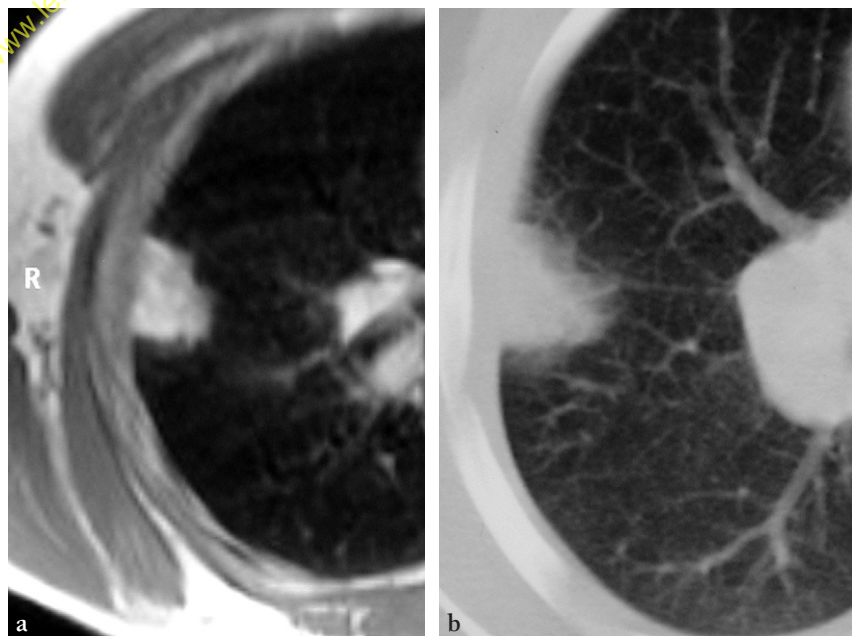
Infarctus pulmonaire en IRM en séquence pondérée T1 et coupe axiale, et ASS montrant (a) une zone triangulaire en hypersignal T1 à base pleurale, à sommet tronqué dirigé vers le hile, et (b) son image correspondante en ASS.
